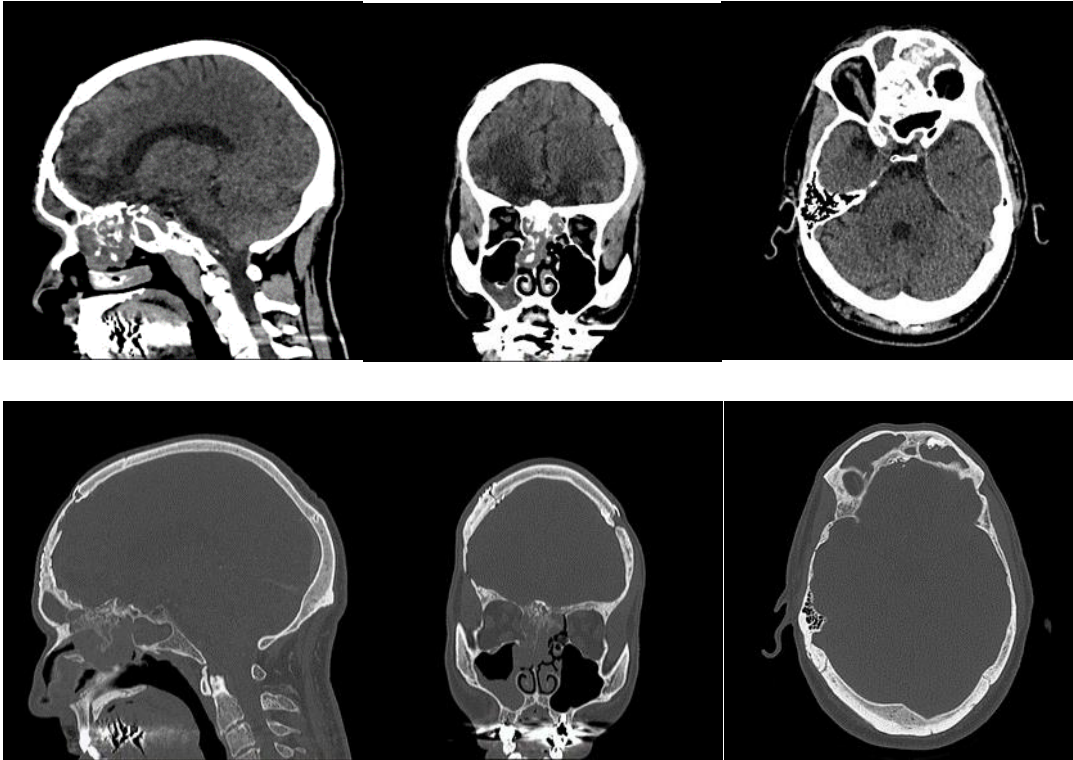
TAC con contraste. Tumoración en ambas fosas con predominio en fosa derecha. No invasión intracraneal. Cambios postquirúrgicos en calota craneal.
